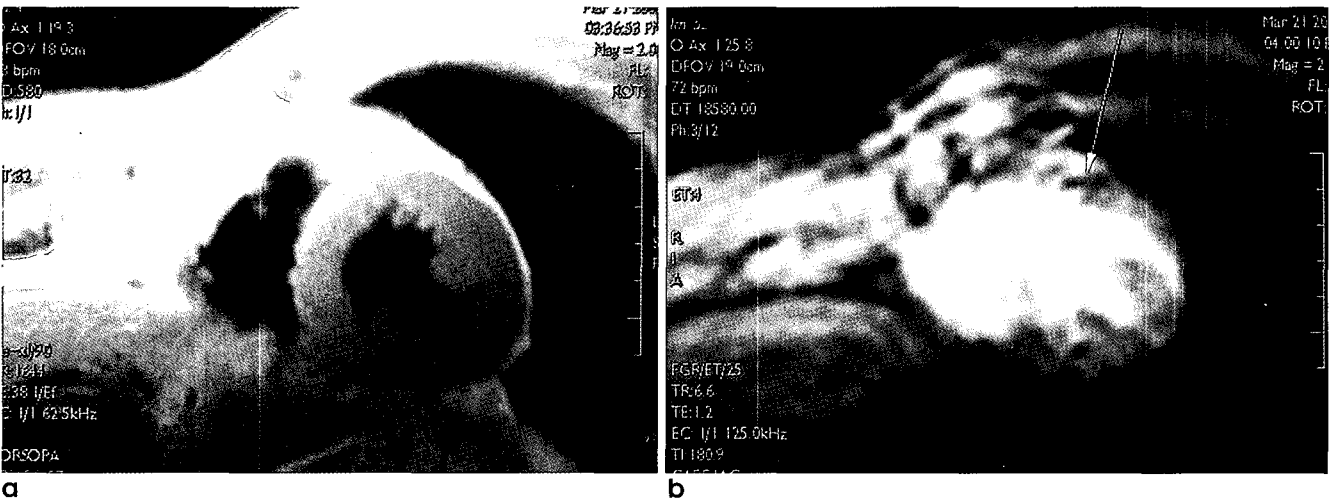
Cardiac MRI of a 62-year-old man who had suffered chest pain with normal TI-201 SPECT shows (a) no abnormal signal intensity in Double IR image, but (b) perfusion defect (arrow) in the first pass perfusion image and (c) delayed myocardial enhancement (arrow).
